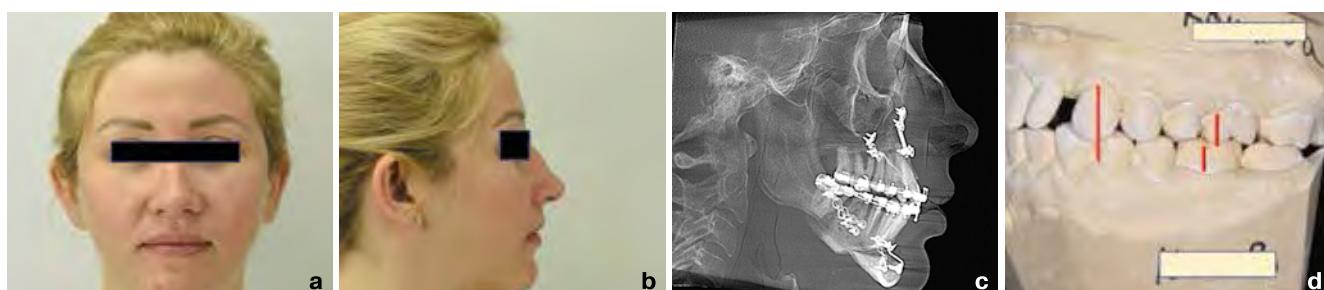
Пациент К. с гнатической формой дистальной окклюзии после комбинированного лечения: а – фото лица в анфас; б – фото лица в профиль; в – телерентгенография; д – гипсовые модели челюстей
